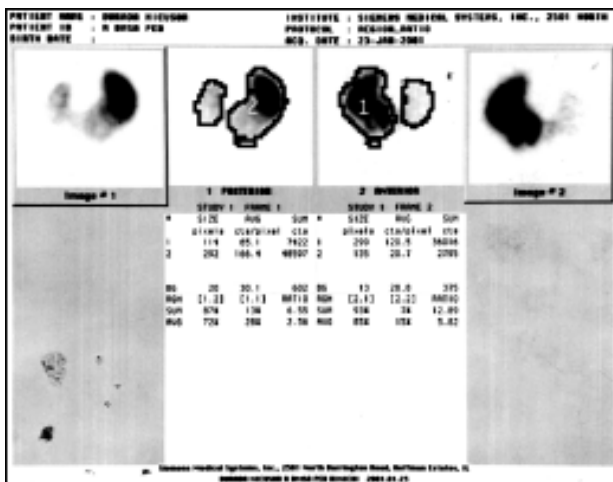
Evaluarea funcției renale prin scintigrafie cu DMSA
